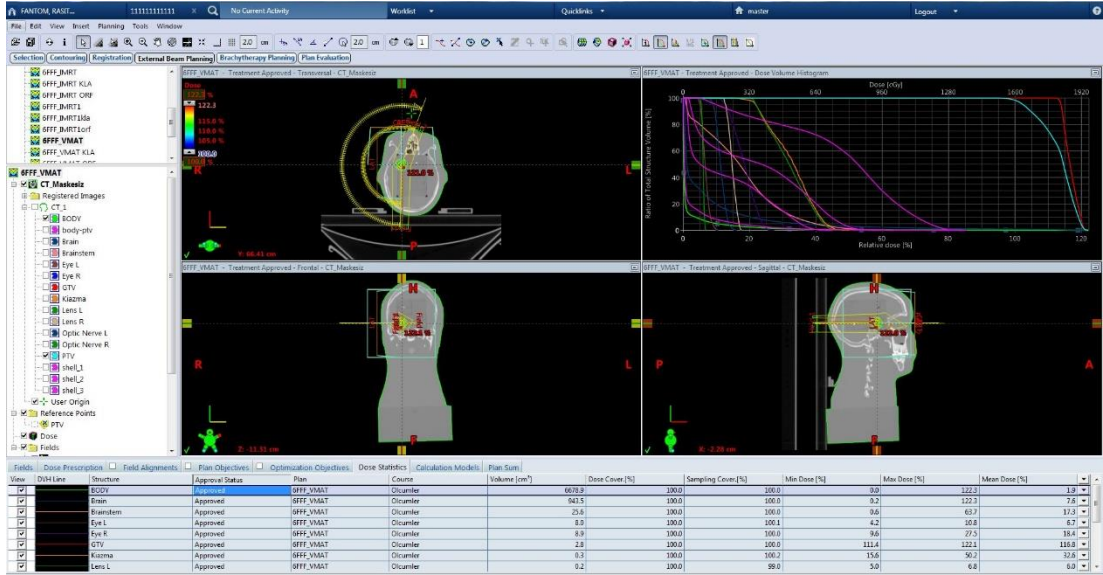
Head Fantomunun çekilen CT'nin konturlanması
